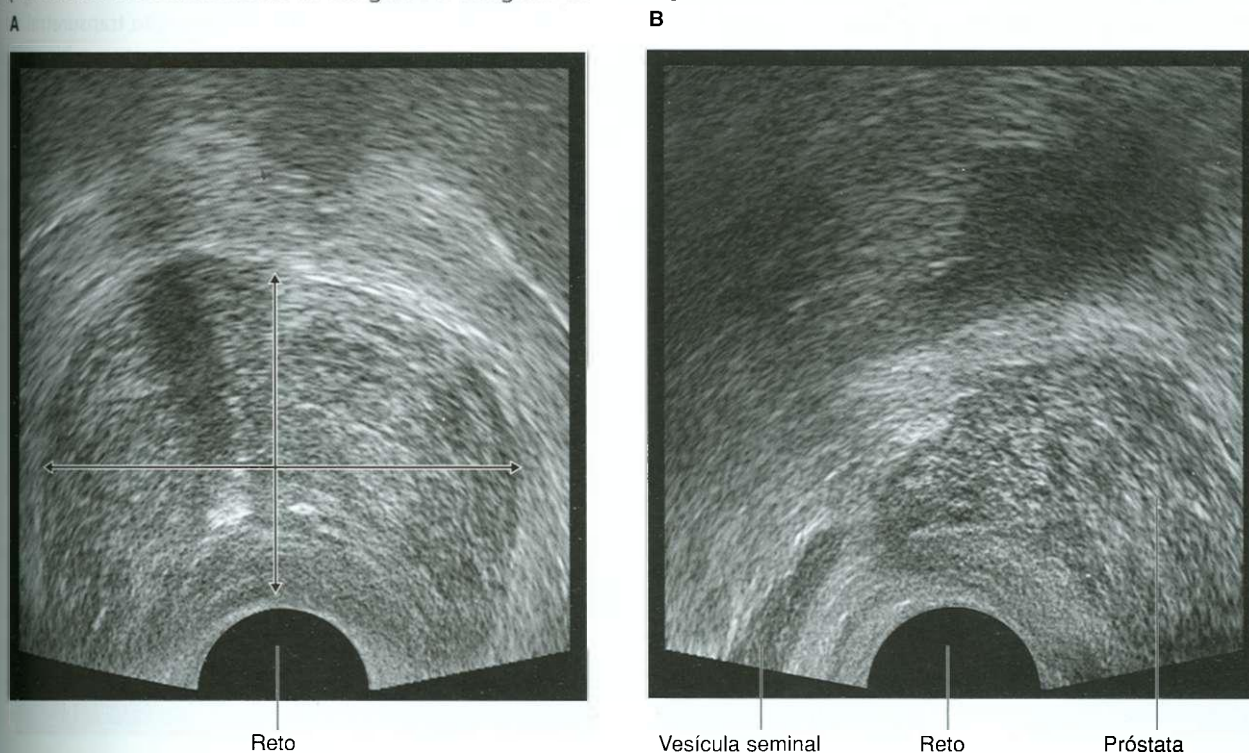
Imagem de ultra-sonografia retal de próstata clinicamente normal. A. Imagem transversa. Limites da próstata estão indicados por setas. B. Imagem sagital. Vesícula seminal também visível.
